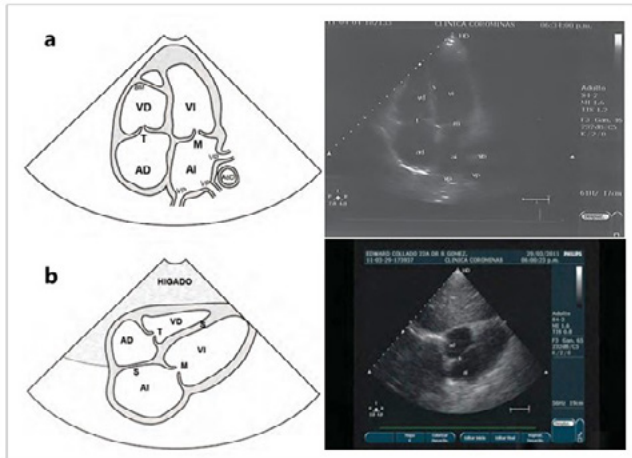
a) ventana apical 4 cámaras. Obsérvese la banda modeladora en VD y las venas pulmonares en AI; b) subcostal 4 cámaras. Nótese integridad del septum e inserción más baja de la tricúspide.
